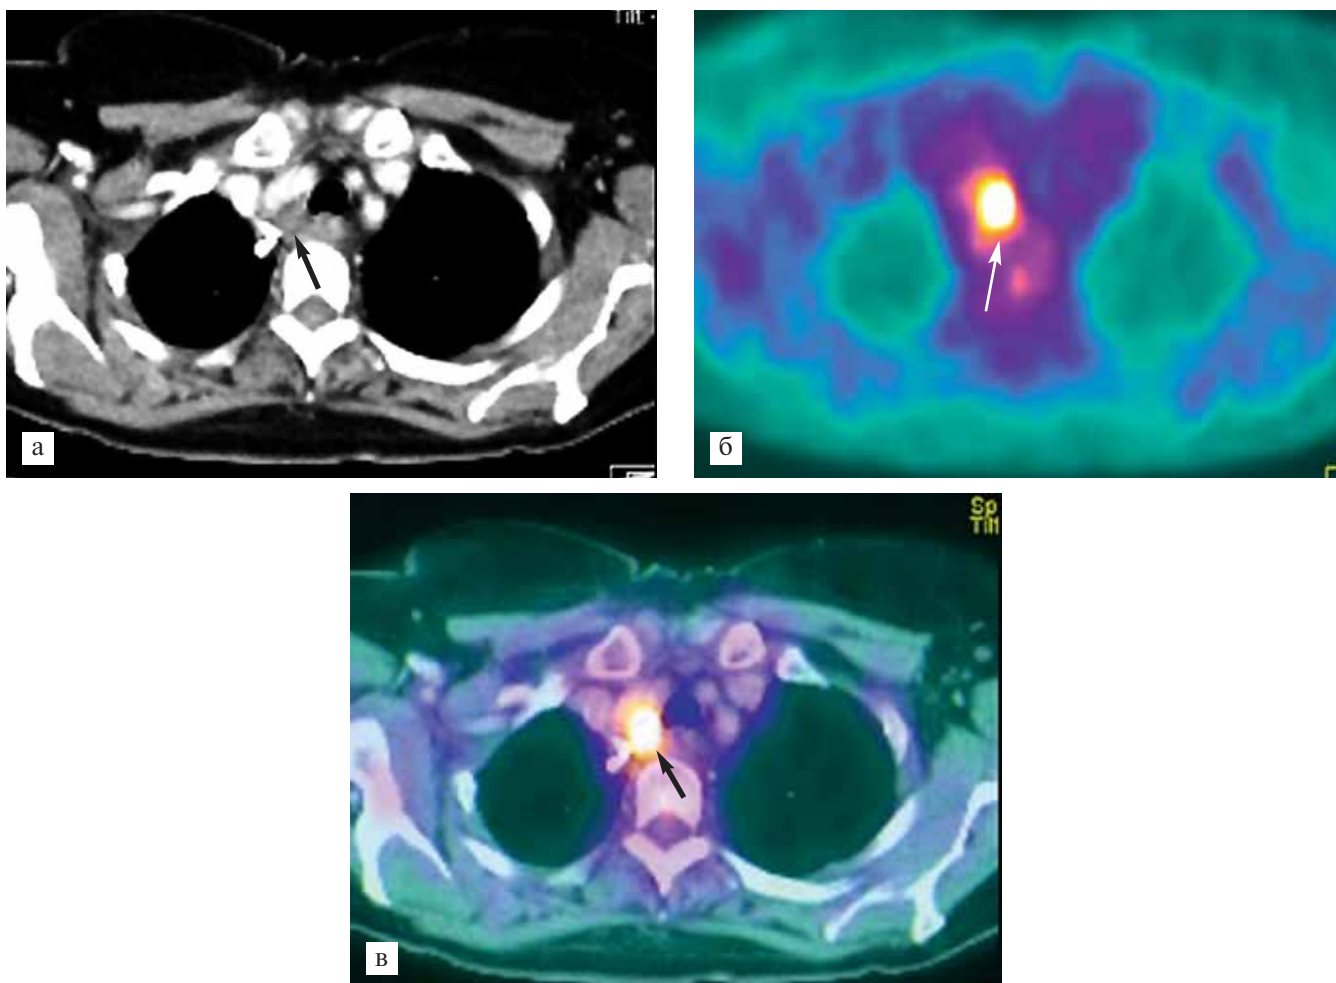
Больная Л., 55 лет. Состояние после резекции пищевода. Рецидив плоскоклеточного рака. При КТ (а) выявляется состояние после резекции пищевода. В зоне анастомоза, в месте прикрепления металлической скрепки определяется утолщение стенки анастомоза (стрелка). При позитронно-эмиссионной томографии (б) выявляется локальный участок повышенного накопления ФДГ (стрелка). При ПЭТ/КТ (в) выявляется состояние после резекции. Рецидив опухоли с повышенным метаболизмом ФДГ, участок гиперметаболизма не распространяется за пределы стенки анастомоза (стрелка).
